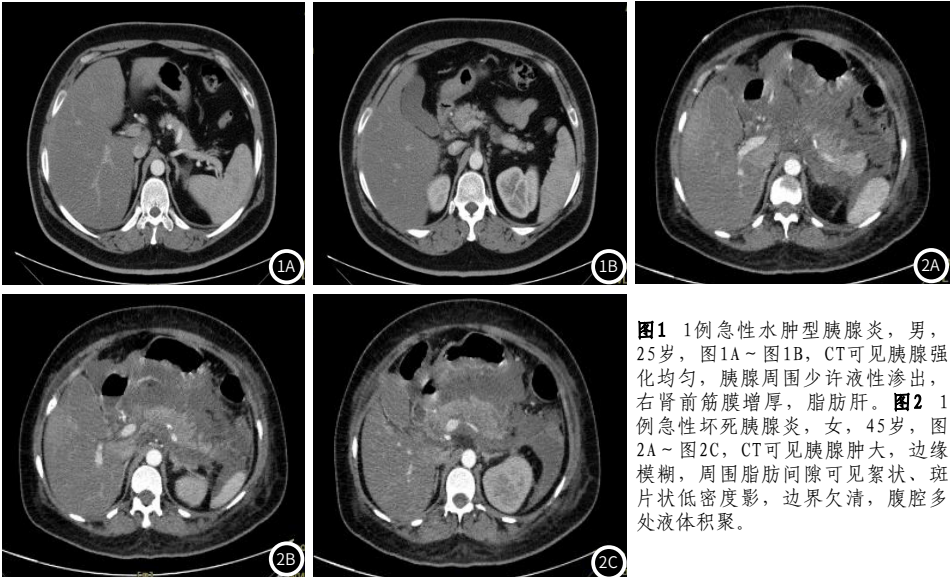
1例急性水肿型胰腺炎，男，25岁，图1A~图1B，CT可见胰腺强化均匀，胰腺周围少许液性渗出，右肾前筋膜增厚，脂肪肝。图2 1例急性坏死胰腺炎，女，45岁，图2A~图2C，CT可见胰腺肿大，边缘模糊，周围脂肪间隙可见絮状、斑片状低密度影，边界欠清，腹腔多处液体积聚。
